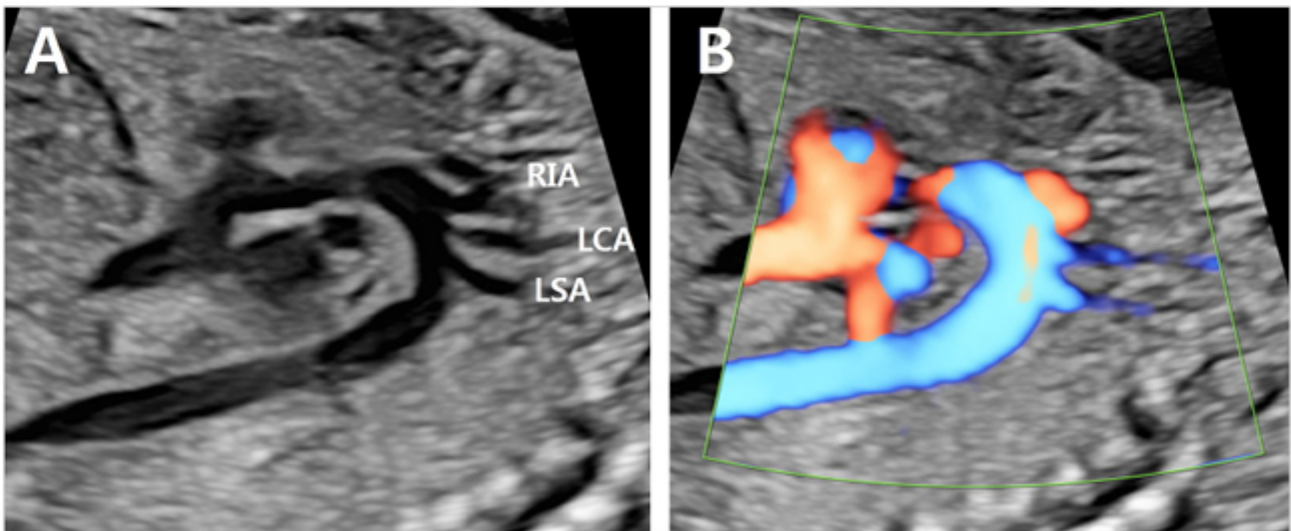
(A) Aortic arch view, (B) Color Doppler of aortic arch view. left carotid artery (LCA), left subclavian artery (LSA), right innominate artery (RIA).
